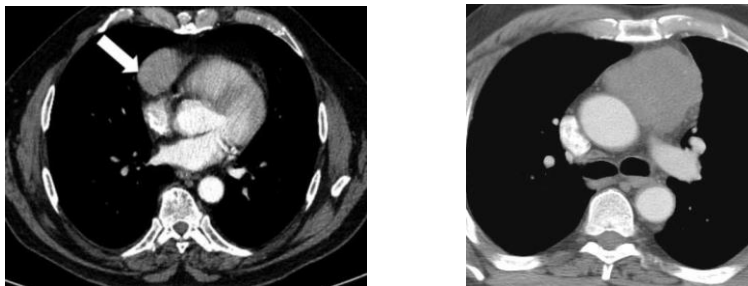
CT, imaginea timoamelor timice neinvazive (stânga), invazive (dreapta). Masa omogenă a mediastinului anterior se extinde pe stânga, conturul neregulat sugerează extinderea extracapsulară. Intraoperator – invazie în pericard și plămâni a fost depistată[38]
